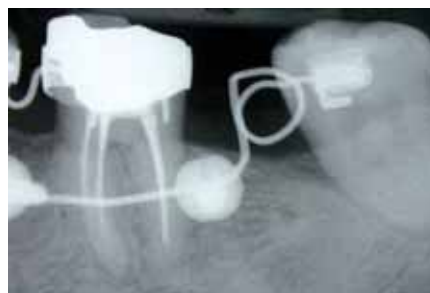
Radiografia endorale di controllo dopo parziale uprighting e intrusione dell'elemento 3.8.
